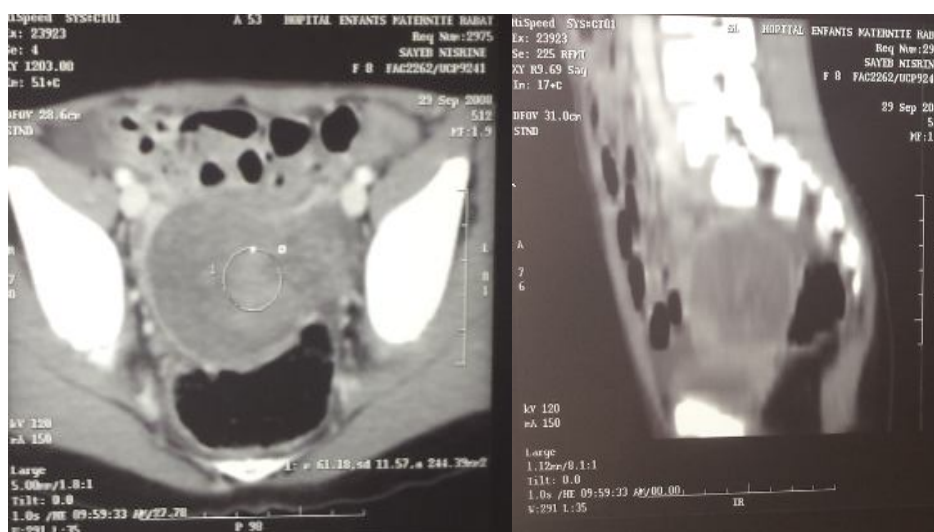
TDM abd-pelv (du 26/09/2008): formation pelvienne tissulaire grossièrement arrondie, se rehaussant de manière hétérogène et intense après injection, comportant des zones liquidiennes, mesurant 50 x 48 mm de diamètre transversaux et étendue sur une hauteur de 6 cm environ.
